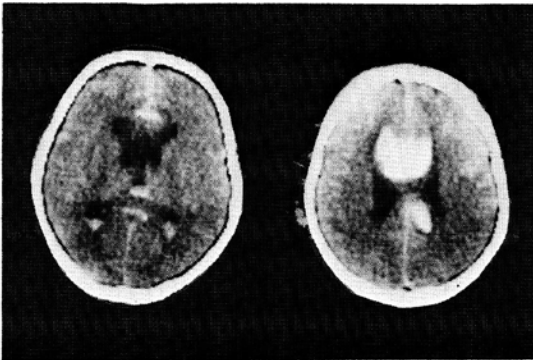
CT scans show high density area on the corpus callosum. case 4.
